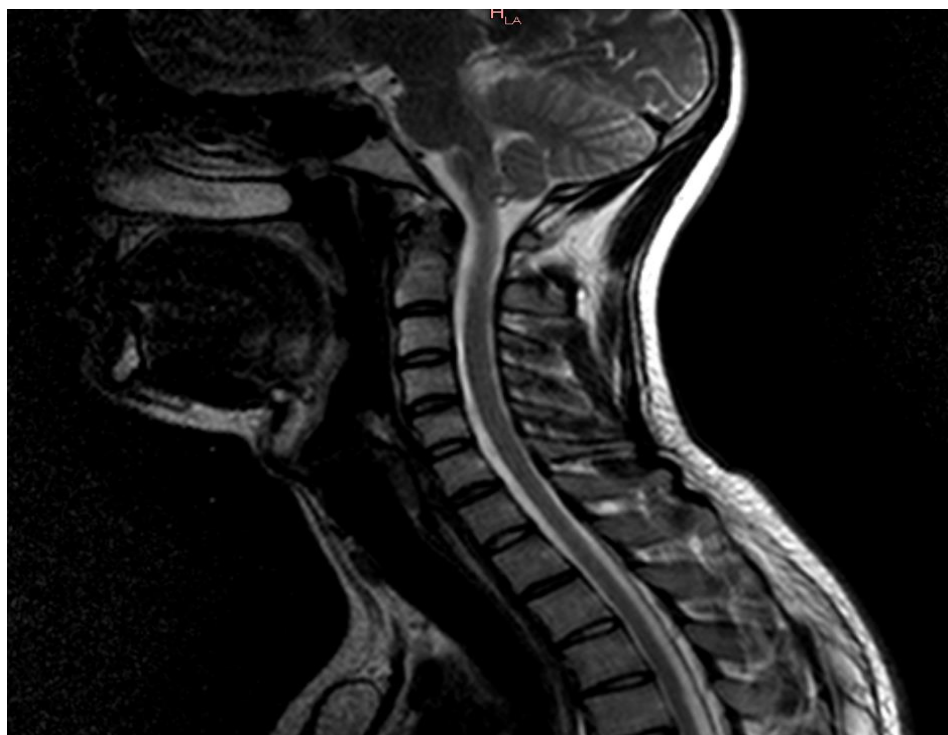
МРТ снимок шейного отдела позвоночника
